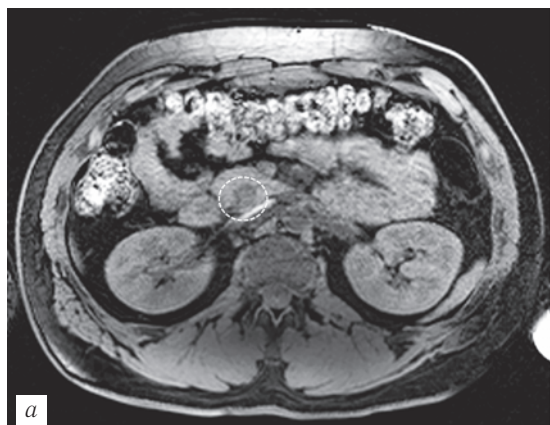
МР-томограммы, аксиальный срез. Инсулинома головки поджелудочной железы: *a* — режим T1 с подавлением сигнала от жира (THRIVE) в дорсальном отделе головки поджелудочной железы — округлый участок измененного сигнала (обозначен пунктиром); *б* — DWI (значение фактора $b=800$), в дорсальном отделе головки поджелудочной железы — округлый участок измененного сигнала (обозначен стрелками).
